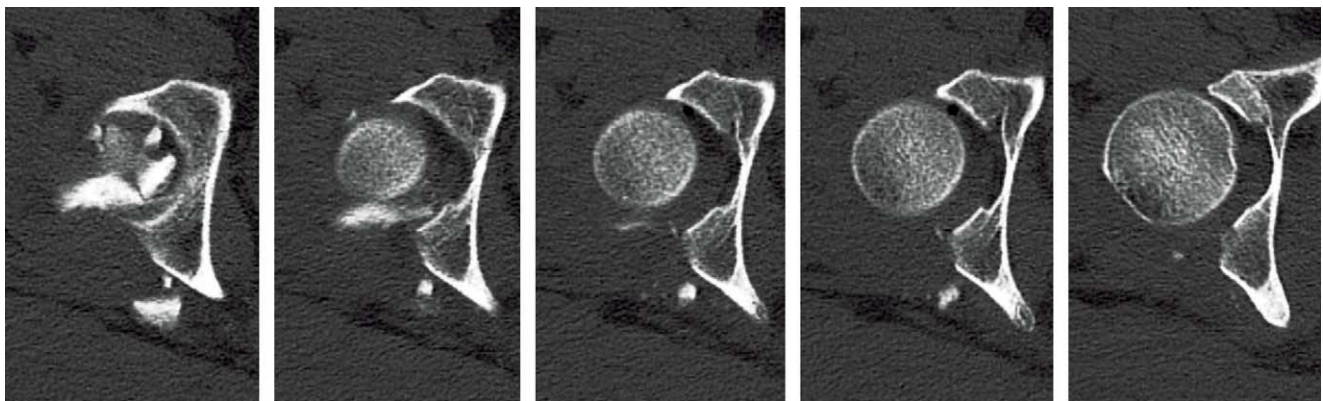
Preoperative axial CT scans show 30-40% bony defect of posterior wall of acetabulum and intraarticular osteochondral fragment.
